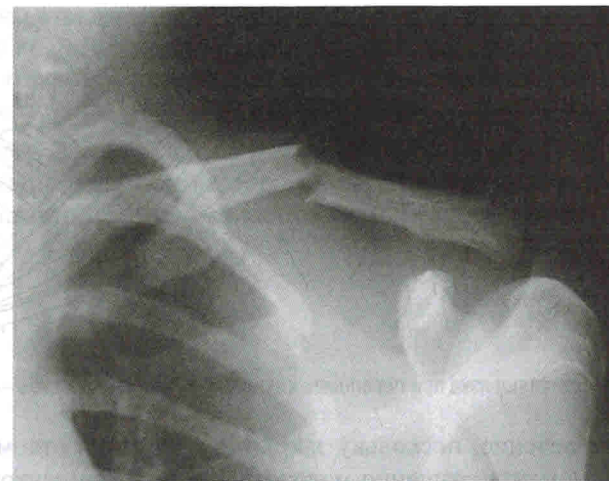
Рентгенограмма ключицы в прямой проекции: поперечный перелом ключицы в средней трети со смещением отломков.
